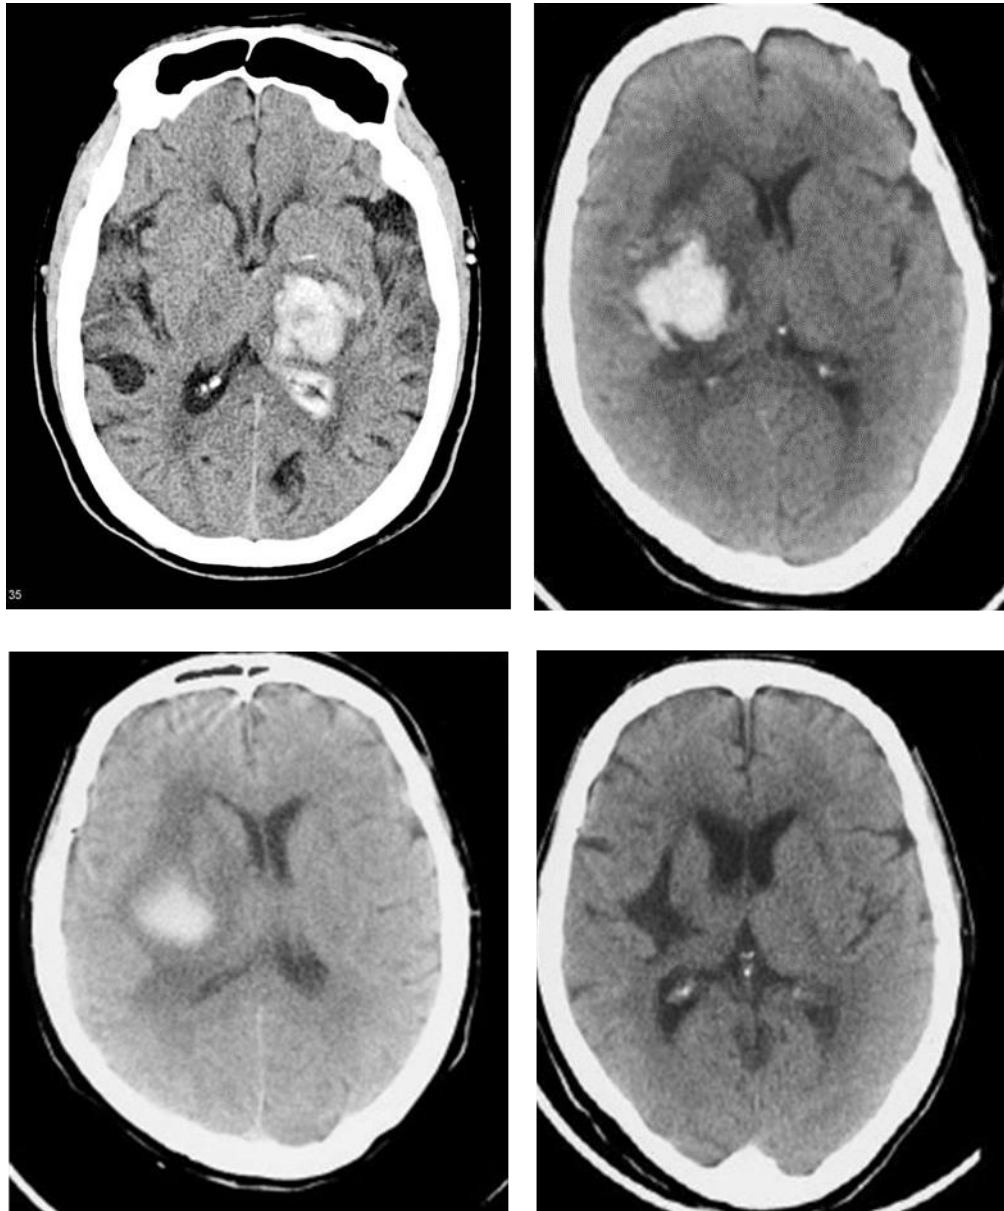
Imágenes en plano axial de tomografía computada de cráneo, en fase simple: Hemorragia intracerebral: 1) hemorragia de tálamo izquierdo con irrupción ventricular, b) Hemorragia de ganglios basales derechos en etapas aguda, c) Hemorragia subaguda, y d) Hemorragia. Crónica.
